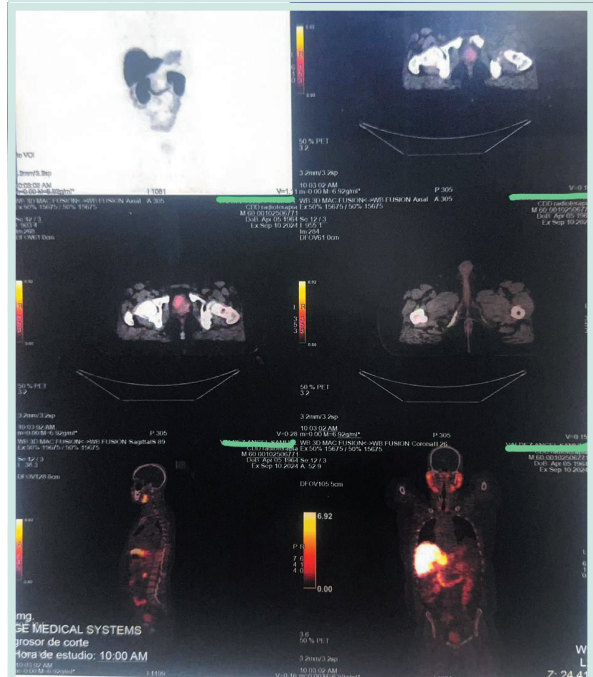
PET/CT 18F-PSMA (2024): ausencia de captación patológica tras tratamiento sistémico exclusivo, confirmando respuesta completa
